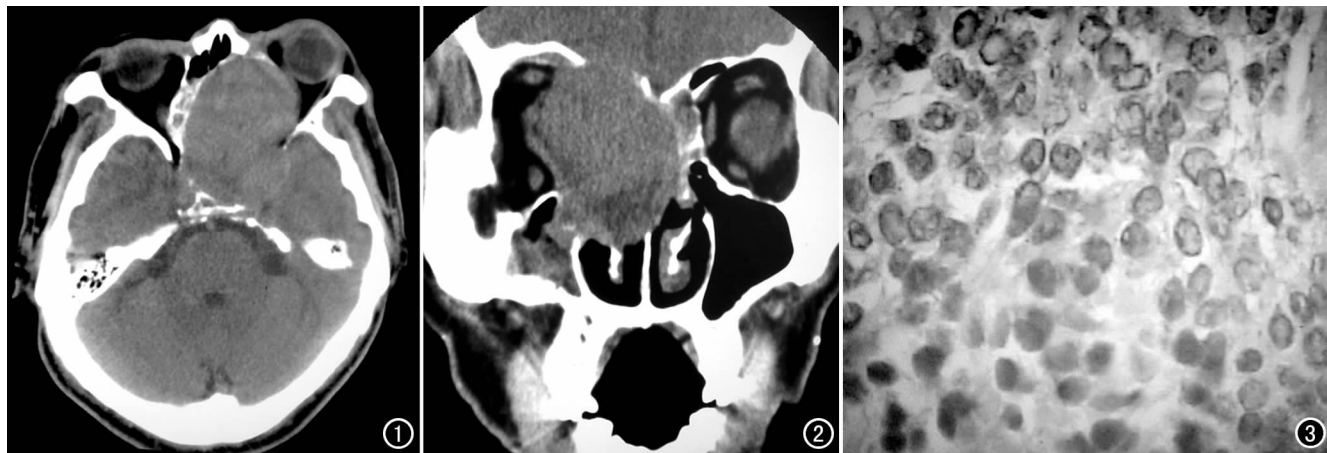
CT 示双侧鼻腔、筛窦、额窦见不规则软组织密度影,筛板、左侧上颌窦上壁、内侧壁及岩骨骨质破坏。图 2 冠状面扫描示双侧鼻腔、筛窦、额窦内不规则软组织密度影,筛板、鼻腔顶部和颅底骨质破坏。图 3 镜下示菊形团结构的小圆细胞,免疫组化 CD99 膜染色阳性(×400)。
